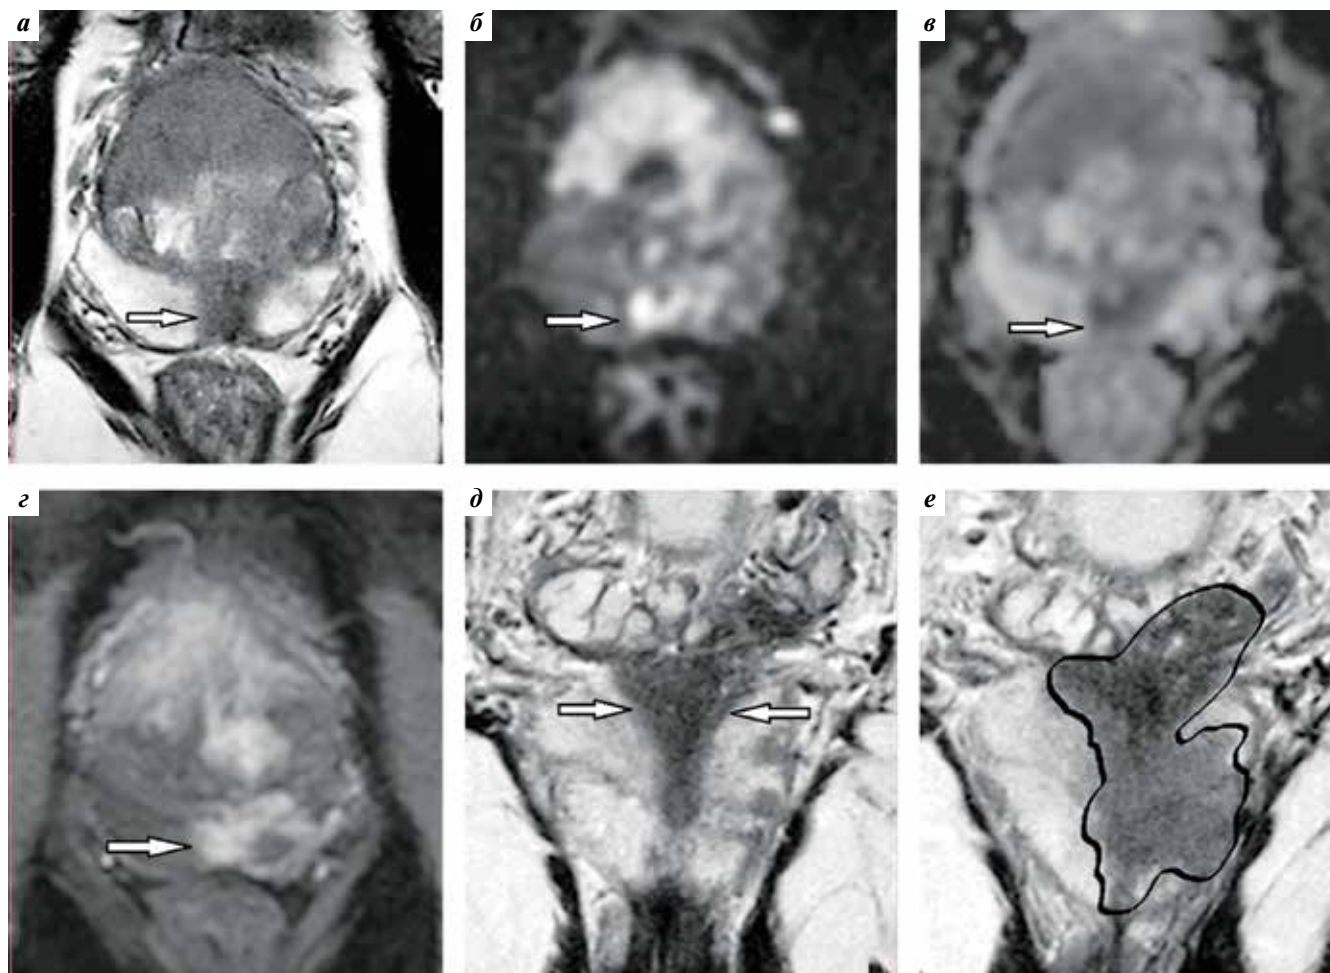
Магнитно-резонансные томограммы предстательной железы у пациента 72 лет с верифицированным раком предстательной железы (сумма баллов по шкале Глисона 4 + 4): а – T2-взвешенное изображение (ВИ) в аксиальной проекции на уровне средней трети предстательной железы; б – диффузионно-взвешенное изображение (ДВИ); в – карта измеряемого коэффициента диффузии (ИКД); г – динамическое контрастное усиление (ДКУ); д, е – T2-ВИ в коронарной плоскости. Центральная зона, инфильтрированная опухолью (стрелки), демонстрирует низкоинтенсивный сигнал на T2-ВИ и картах ИКД, гиперинтенсивный сигнал на ДВИ и раннее очаговое накопление контраста при ДКУ. Опухолевые массы максимально локализованы в передних отделах предстательной железы, вовлекают все анатомические зоны: передняя фибромускулярная строма, транзитная, периферическая и центральная зоны, с экстрапростатической инвазией и вовлечением левого семенного пузырька (на коронарном T2-ВИ обведены черным – е)
